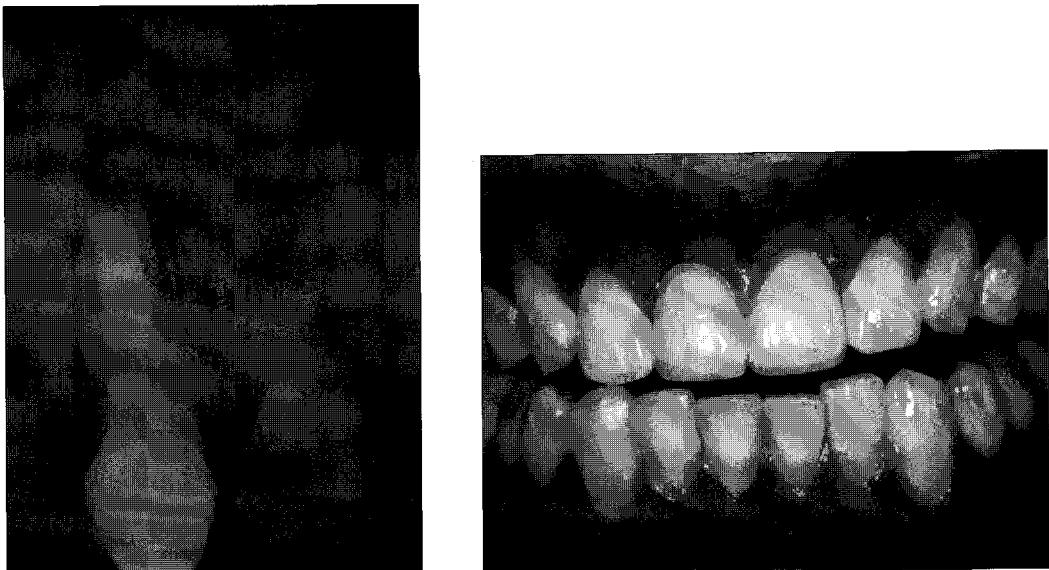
radiography and intraoral photography after 12months
